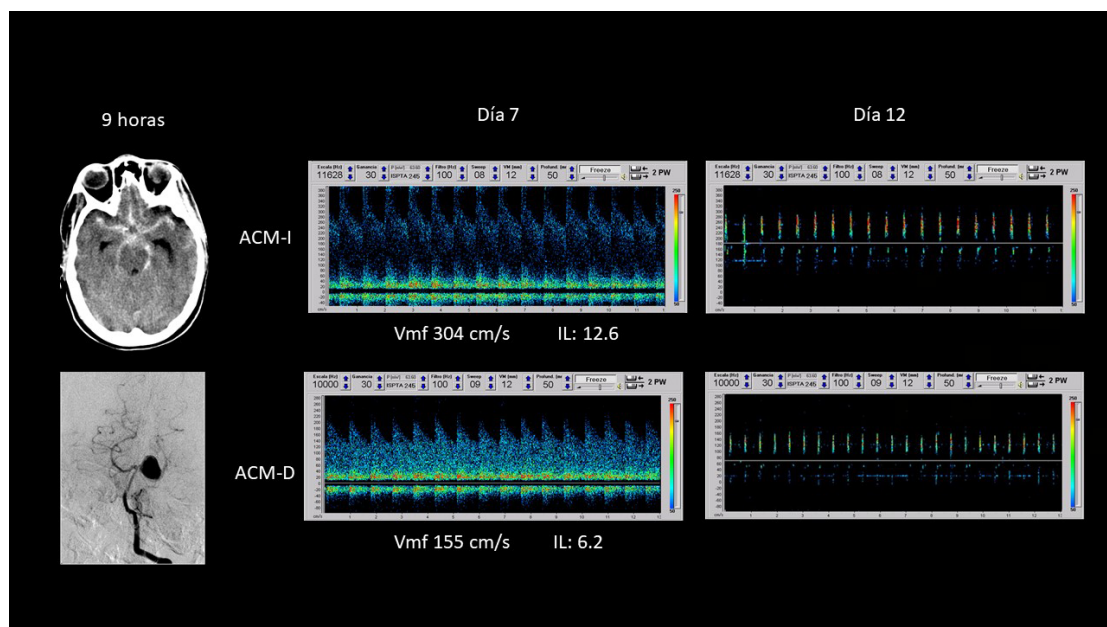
En la TAC inicial que demuestra el sangrado subaracnoideo por ruptura de aneurisma basilar (angiografía por sustracción digital). Se muestra el resultado de estudio de DTC en el 7mo día con velocidades medias de flujo que superan los 200 cm/segundo e índice de Lindergaard mayor de 6 (vasoespasmo severo). Cinco días más tarde encontramos sonogramas compatibles con parada circulatoria cerebral (pcc). Se muestran los sonogramas de las arterias cerebrales medias que confirman la parada circulatoria cerebral (puntas sistólicas y flujo reverberante).
